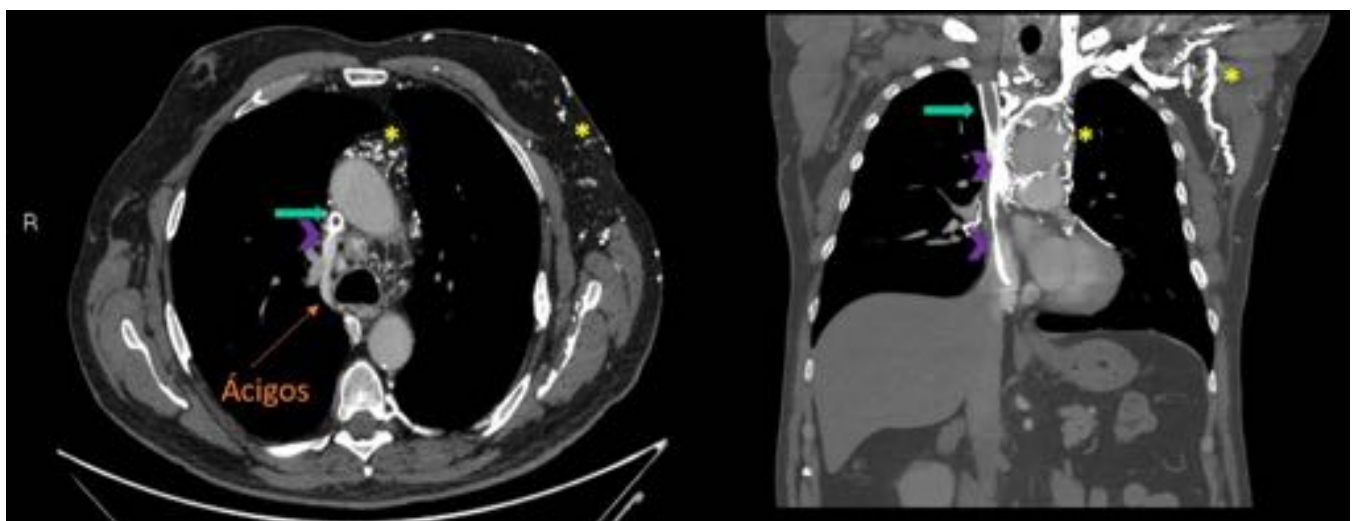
TC tórax con contraste iv: DAI con punta en el ventrículo derecho (lila). Ocupación de la totalidad de la luz del stent localizado en VCS por trombosis, con interrupción del paso de contraste a dicho nivel (flecha azul). Evidentes signos de recanalización con importante circulación colateral, de predominio mediastínico (asterisco).
